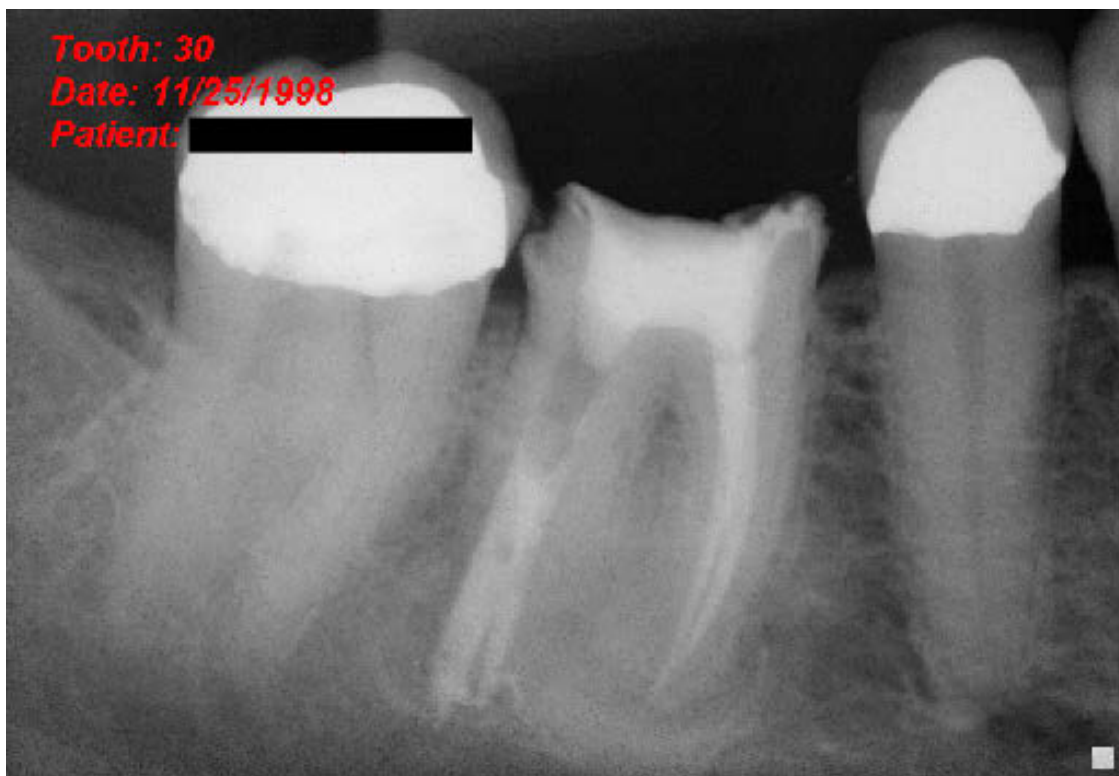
Röntgenkontrollaufnahme nach erfolgter Perforationsdeckung sowie Obturation der Wurzelkanäle am 25.11.1998.
